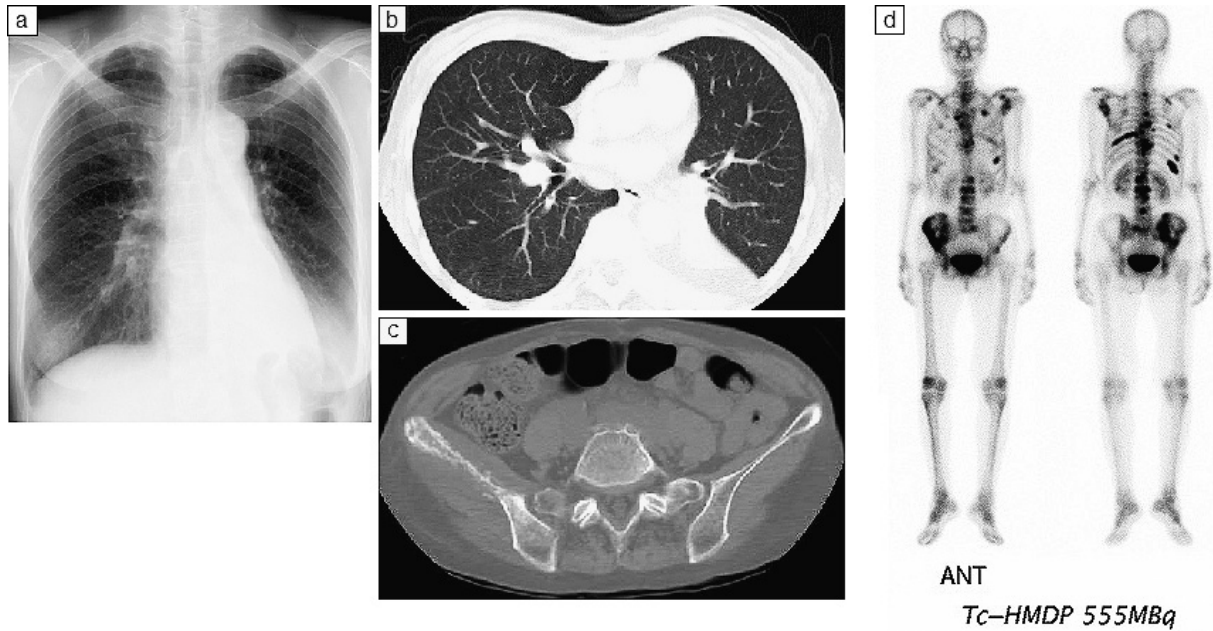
Chest radiograph, CT and bone scintigraphy findings in case 1. (a) A chest radiograph showing left lower lobe atelectasis. (b) A chest CT image showing left lower lobe atelectasis with a mass in the ostium of the left lower bronchus, left hilar lymph node swelling and left pleural fluid. (c) A pelvic CT image showing mixed lytic and blastic metastasis of the right ilium. (d) A bone scintigram showing a high intensity uptake in the spine, ribs, scapula and pelvis.
